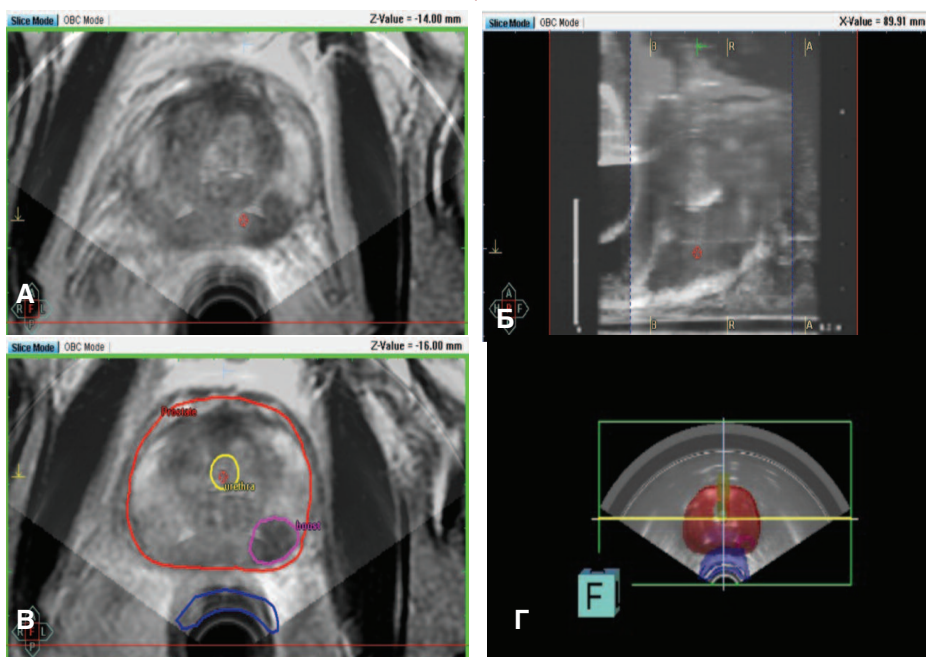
Этапы определения места введения РФП: фьюжирование УЗИ и МР-сканов – поперечный (а) и сагитальный (б) срезы; очерченный очаг РПЖ (в) и трехмерная модель ПЖ с очагом (г).
